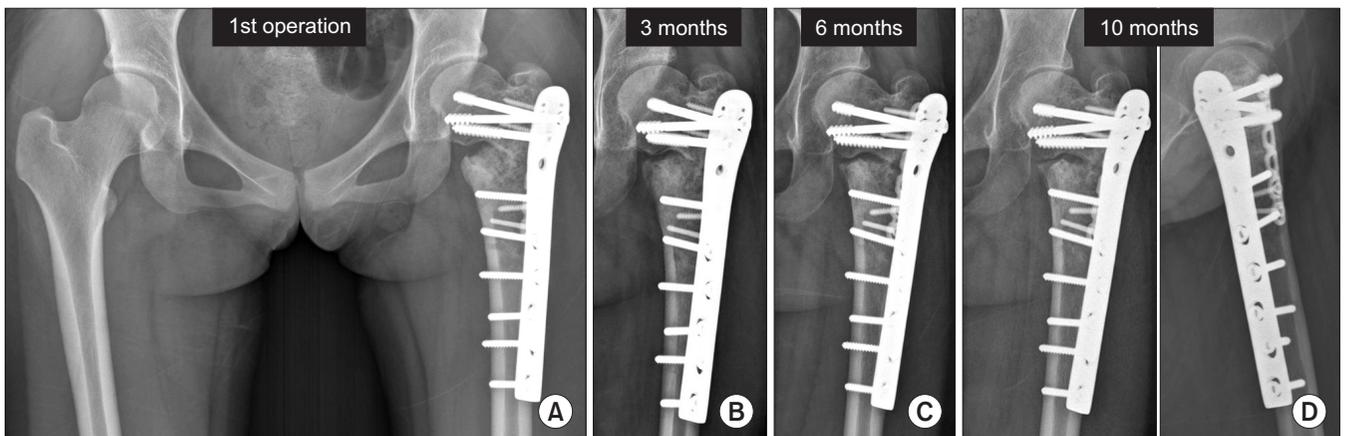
(A) Anteroposterior radiographs after the first operation. Three months (B), six months (C), and 10 months (D) follow-up anteroposterior and lateral radiographs show no progression of union, as well as varus displacement and loosening of the proximal screws.
